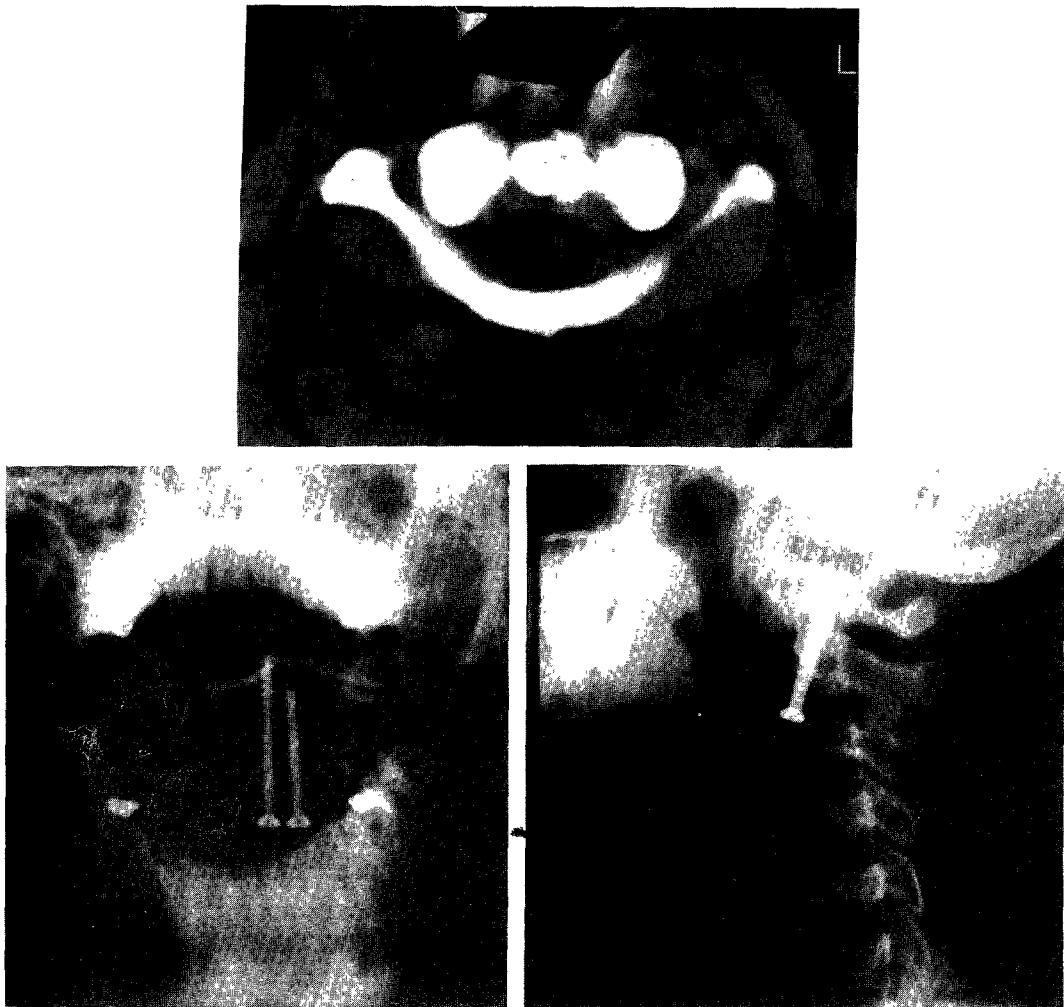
A preoperative CT was evaluated and a postoperative Ap & lateral view, using anterior odontoid screw fixation in odontoid type II fracture.
